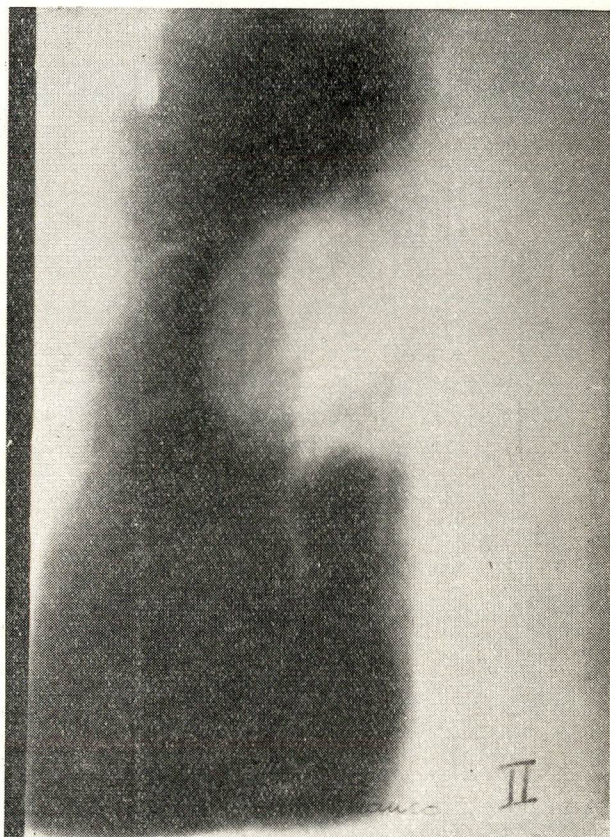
Tomografia confirmando o aspecto radiológico anterior, de massa condensada no mediastino anterior, compatível com Timoma ou Ca. pulmonar periférico com metástase inter-brônquica.
